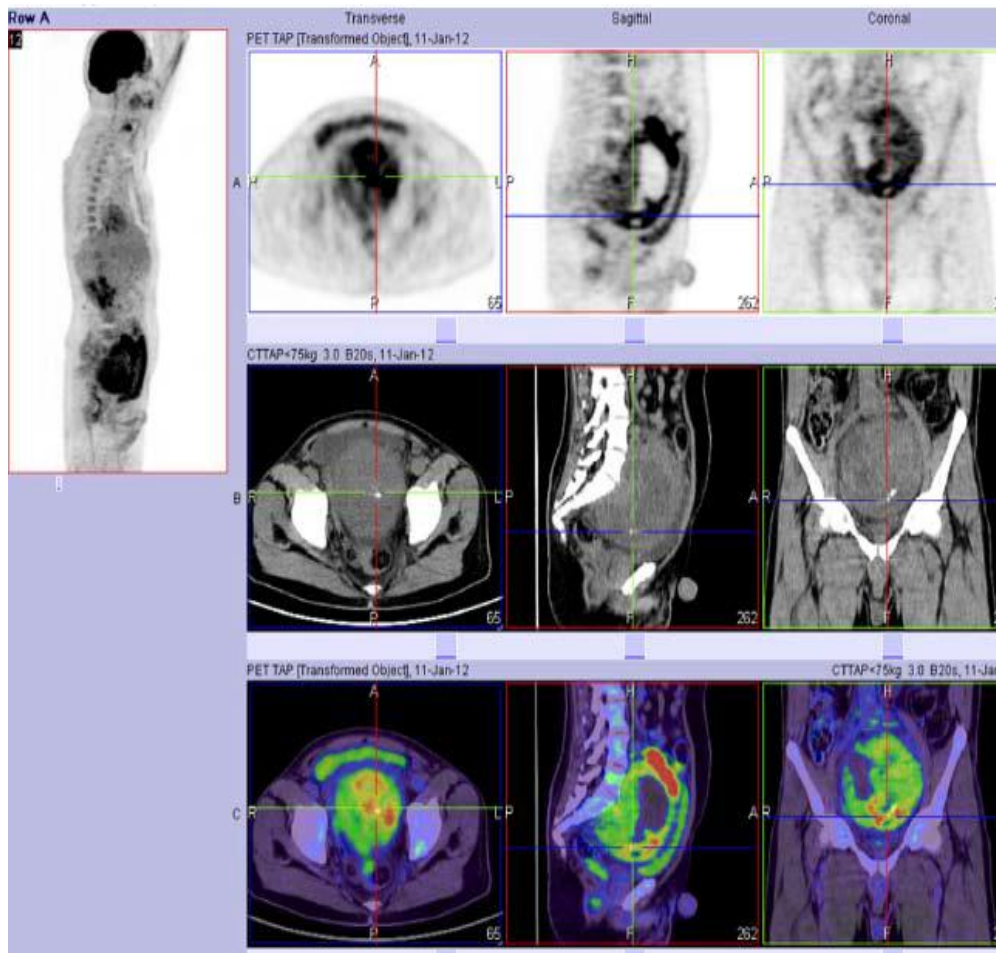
Images TEP (1eligne), TDM (2eligne) et fusion TEP–Scan (3eligne) objectivant Une hyperfixation intense du 18–FDG au sein des zones tissulairesde la masse (13 SUV max à la partie antérosupérieure de la tumeur et entre 5 et 9 SUV max sur les autres régions tissulaires), sans autre foyer métabolique suspect en faveur d’un schwannome kystique bénin remanié [87].
